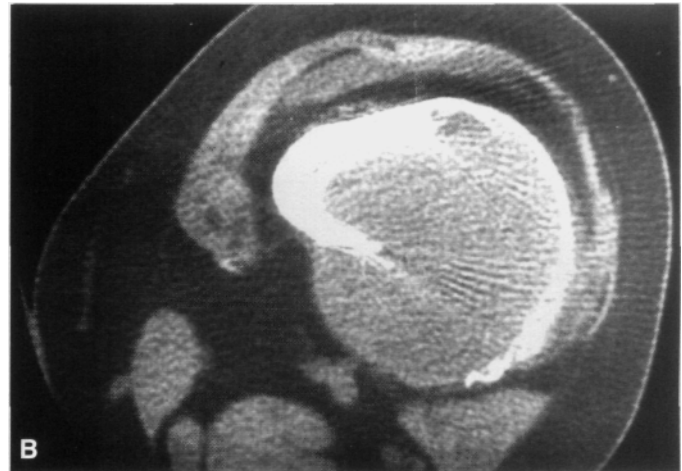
Paciente de sexo femenino, 16 años de edad, con diagnóstico de tumor de células gigantes de fémur distal izquierdo. A, radiografía de frente de rodilla izquierda, en la que se observa lesión osteolítica que compromete la cortical externa. B, imagen axial de tomografía computarizada en la que se observa compromiso cortical y de partes blandas. C, radiografía de frente de rodilla 14 años después de la resección tumoral y reconstrucción con un trasplante osteoarticular de fémur distal.
